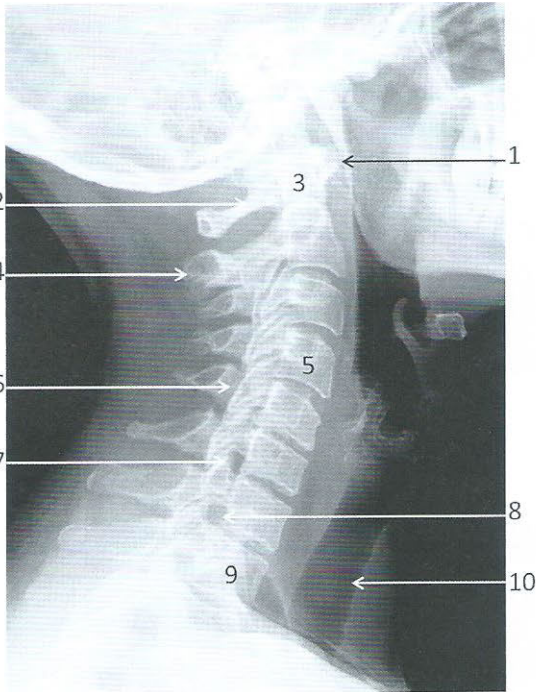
Radiographie du rachis cervical de profil
